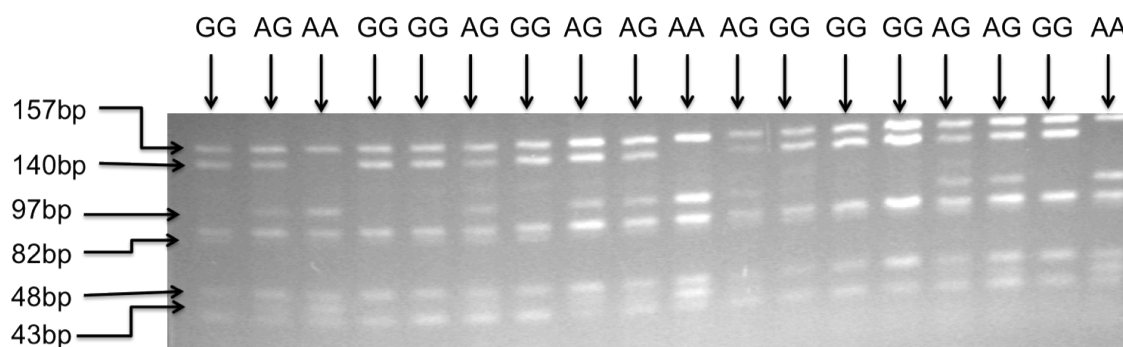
Gelelektrophorese mit Produkten der Restriktionsverdau-Analyse des CTLA-4-CT60-Polymorphismus
